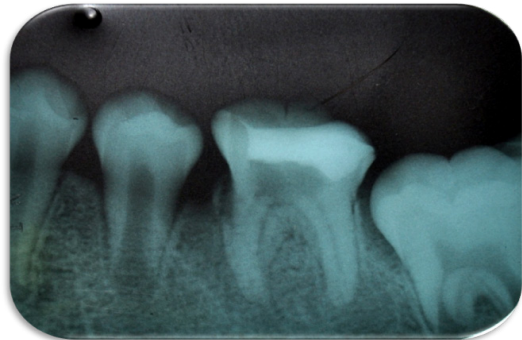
Radiografía de control a los 5 meses se observa el cierre de los ápices, formación de puente dentinario y disminución de zona radiolúcida.
